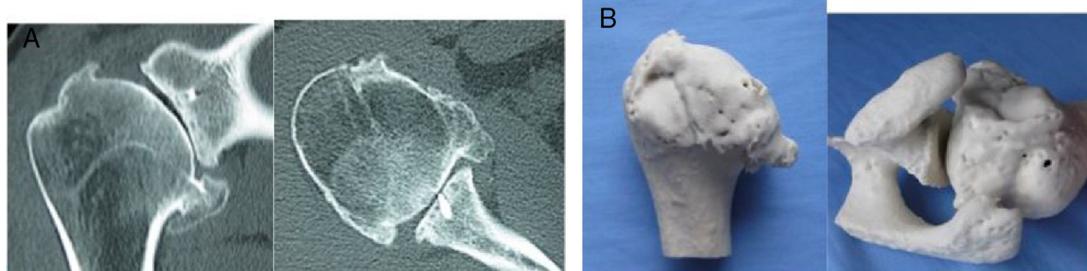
A, tomografia computadorizada demonstra artrose severa glenoumbral após tratamento artroscópico de instabilidade anterior ombro; B, prototipagem tridimensional demonstra perda da esfericidade da cabeça umeral.
